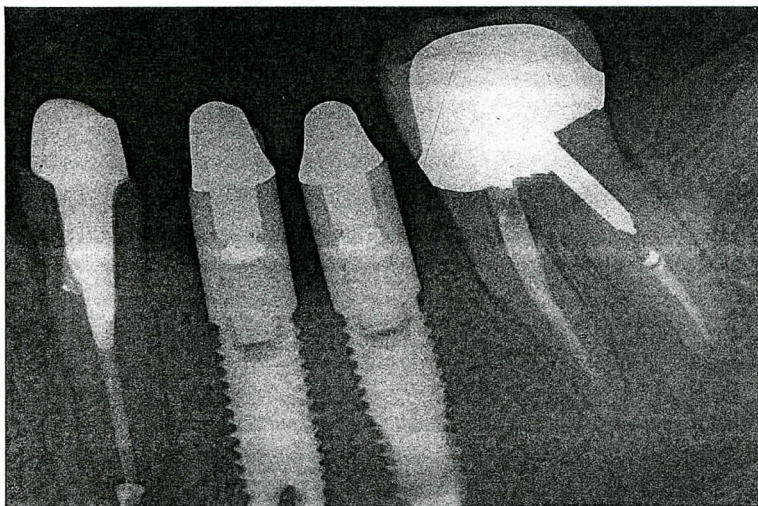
Radiografía retro-alveolar mostrando el paralelismo de los implantes y sus relaciones con los dientes adyacentes.
